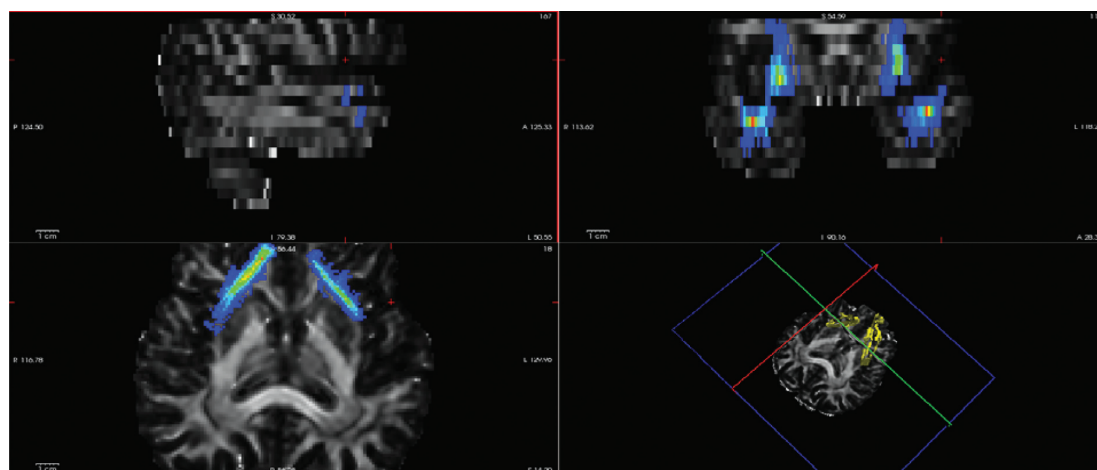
Ход крючковидного пучка (uncinate fasciculus) по данным МРТ
